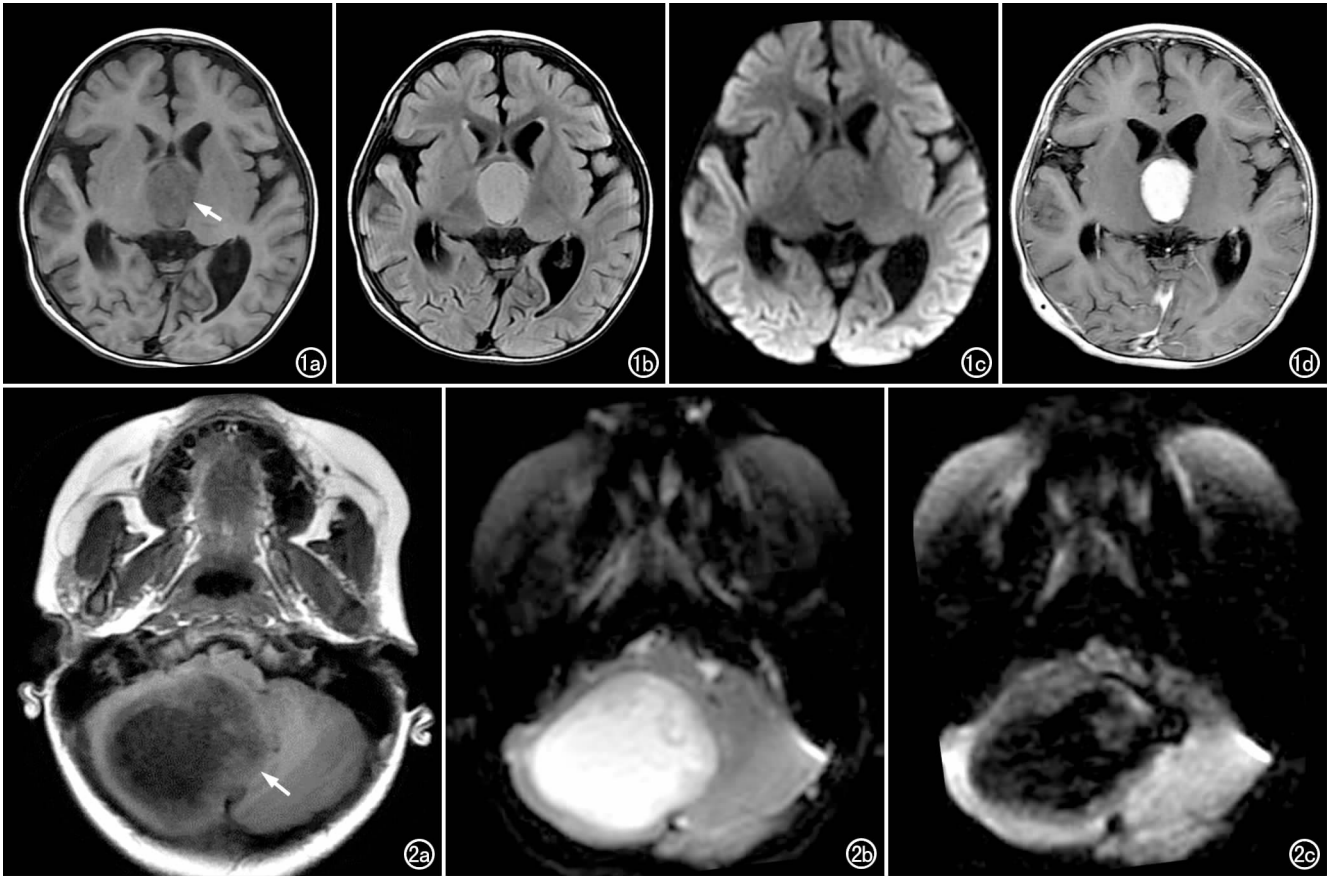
鞍区实质型毛细胞型星形细胞瘤。a) T₁WI 示肿瘤呈低信号(箭);b) T₂-FLAIR 示肿瘤呈高信号;c) DWI 示肿瘤呈等信号;d) 增强扫描示肿瘤显著强化。图 2 小脑囊实型毛细胞型星形细胞瘤。a) T₁WI 示右侧小脑类圆形囊实性肿瘤(箭),实性部分呈稍低信号,囊性部分呈明显低信号;b) T₂WI 示肿瘤实性部分呈高信号,囊性部分呈更高信号,无瘤周水肿;c) 增强扫描示肿瘤实性部分明显不规则强化。
